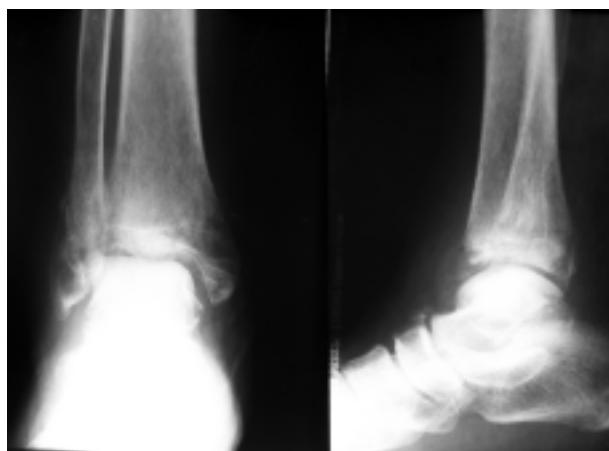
Рентгенограмма больного Б. через 6 недель после травмы
